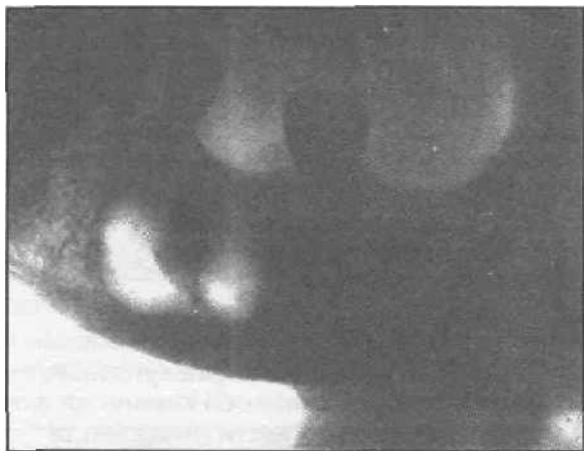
Рентгенограмма нижней челюсти больного с остеоид-остеомой. Вокруг патологического очага выражен склерозированный ободок.
